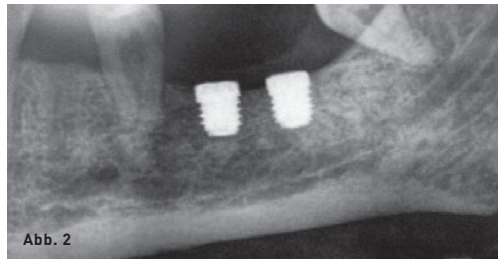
Postoperatives Röntgenbild, gut erkennbar ist hier der Verlauf des Nervus Alveolaris Inferior und der Abstand zu den beiden Implantaten, auf denen jeweils die Abdeckschraube leicht erhaben und spaltfrei aufliegt. Das T3 System verfügt über eine prothetische Außensechskantverbindung.
